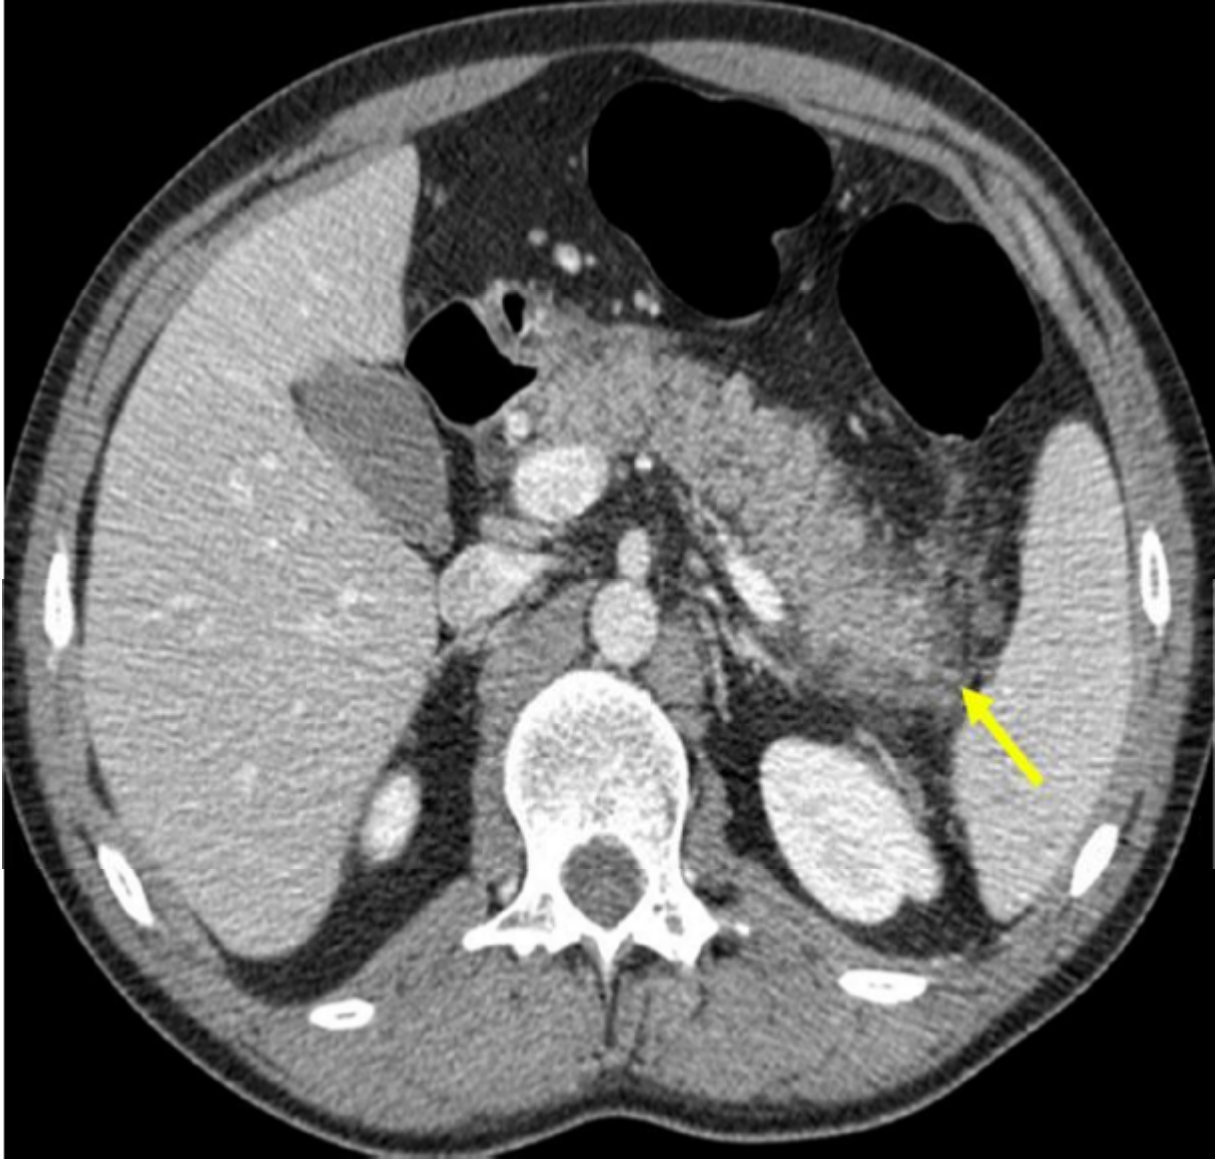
TDM abdominale montrant une pancréatite stade C de Balthazar, densification de la graisse péri-pancréatique caudale (Flèche jaune)
